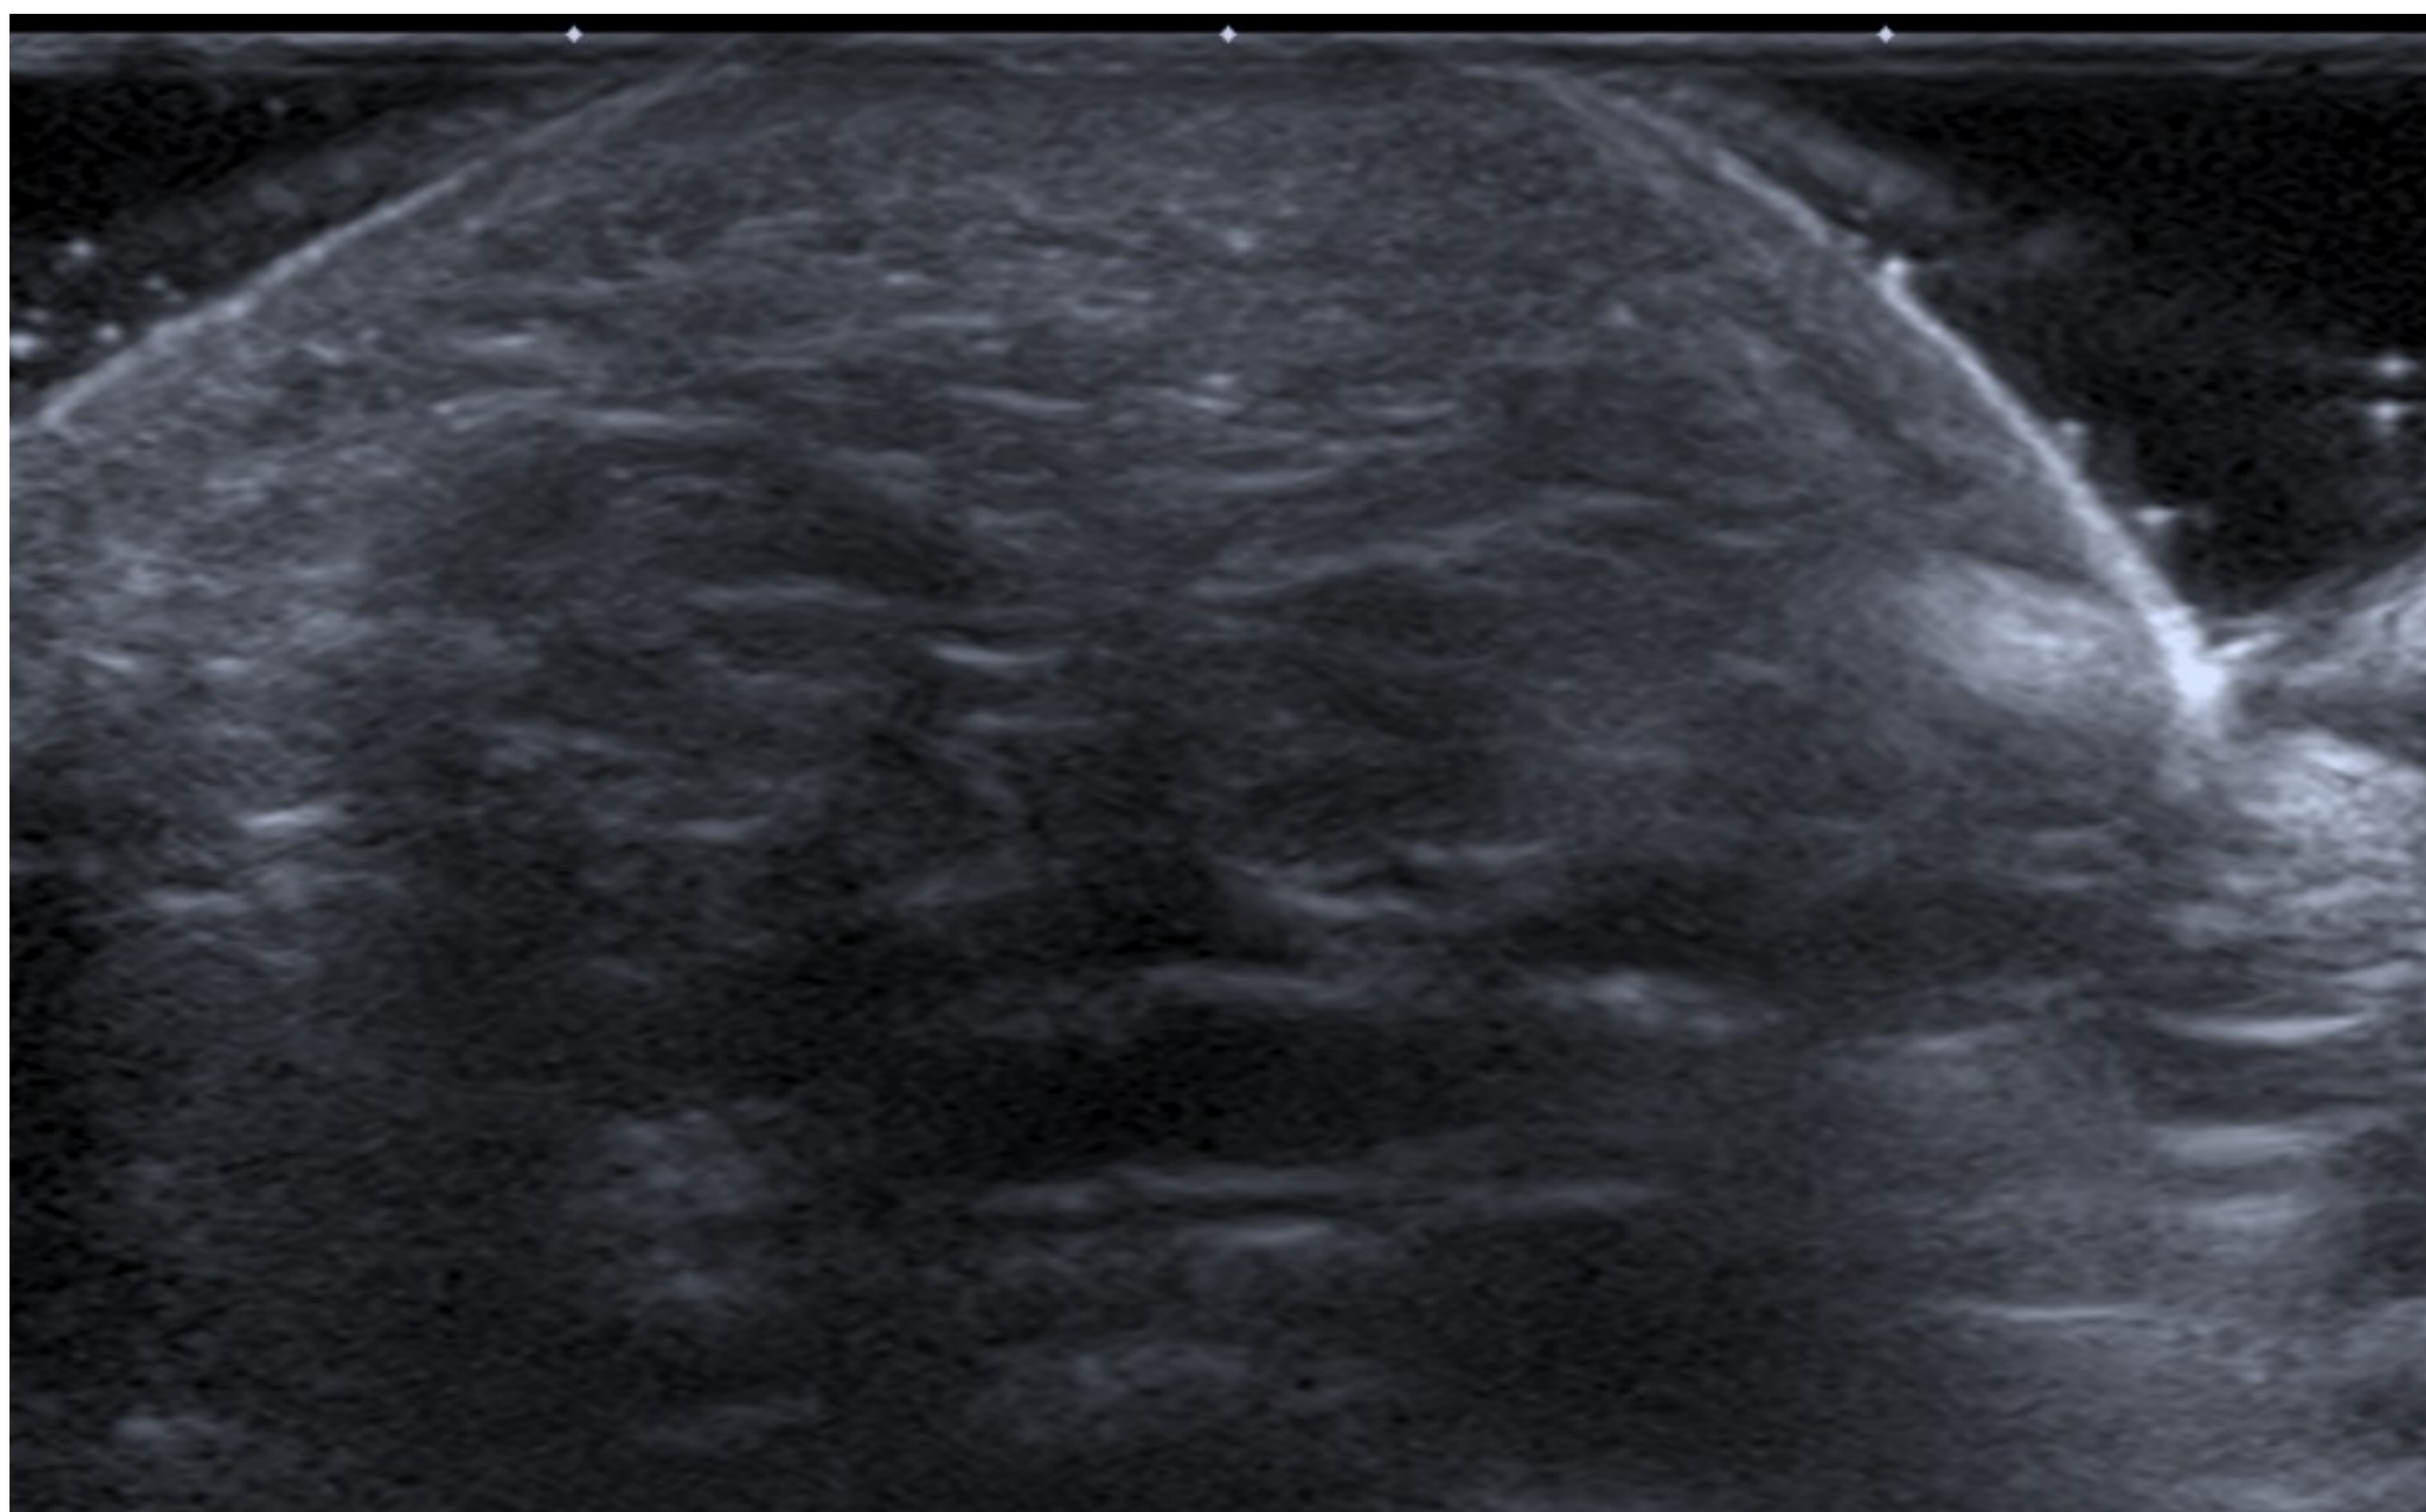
Estudio radiológico del caso. Hamartoma fibrolipomatoso plantar: Nódulos hipoeoicos y heterogéneos de bordes mal definidos, con ausencia de señal doppler.
